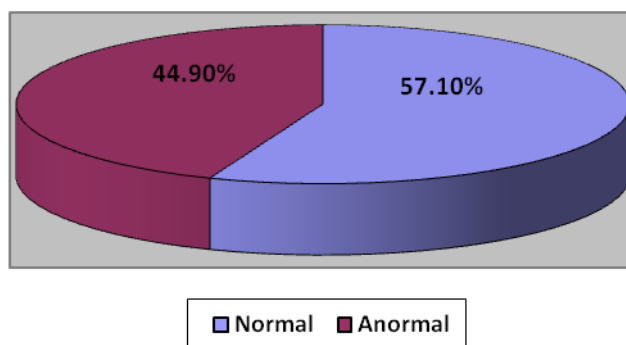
Hallazgos en radiografías de tórax de pacientes positivos para Influenza A H1N1.
